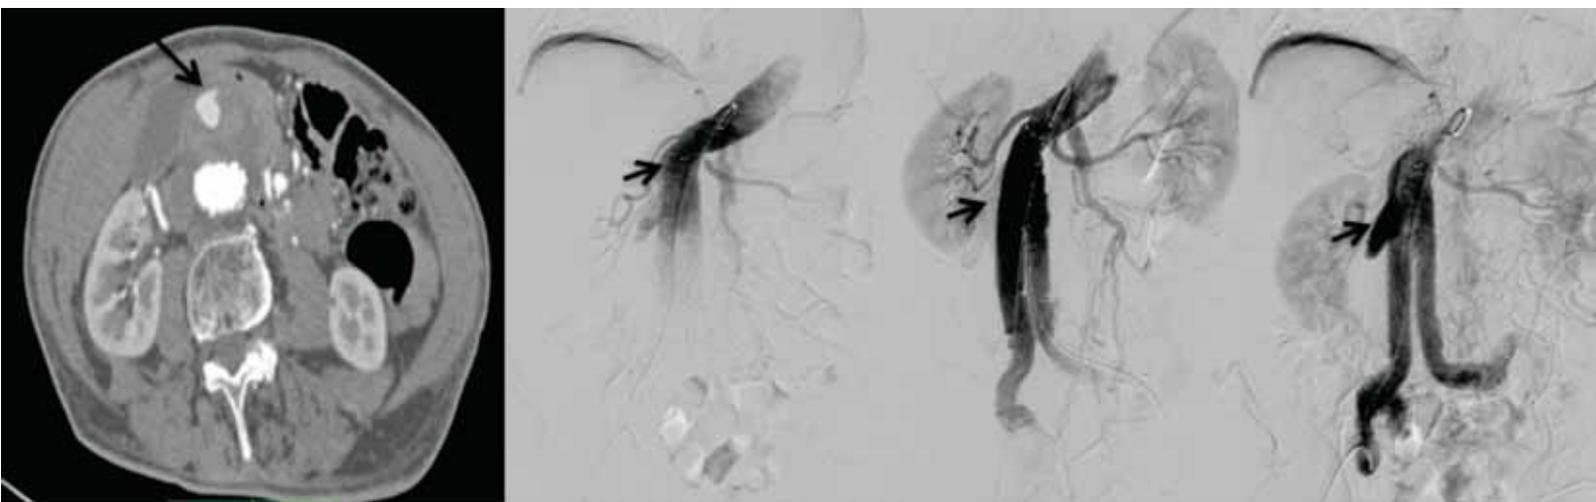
Angiotomografía y aortograma con imagen de medio de contraste fuera de la endoprótesis indicando endofuga.
